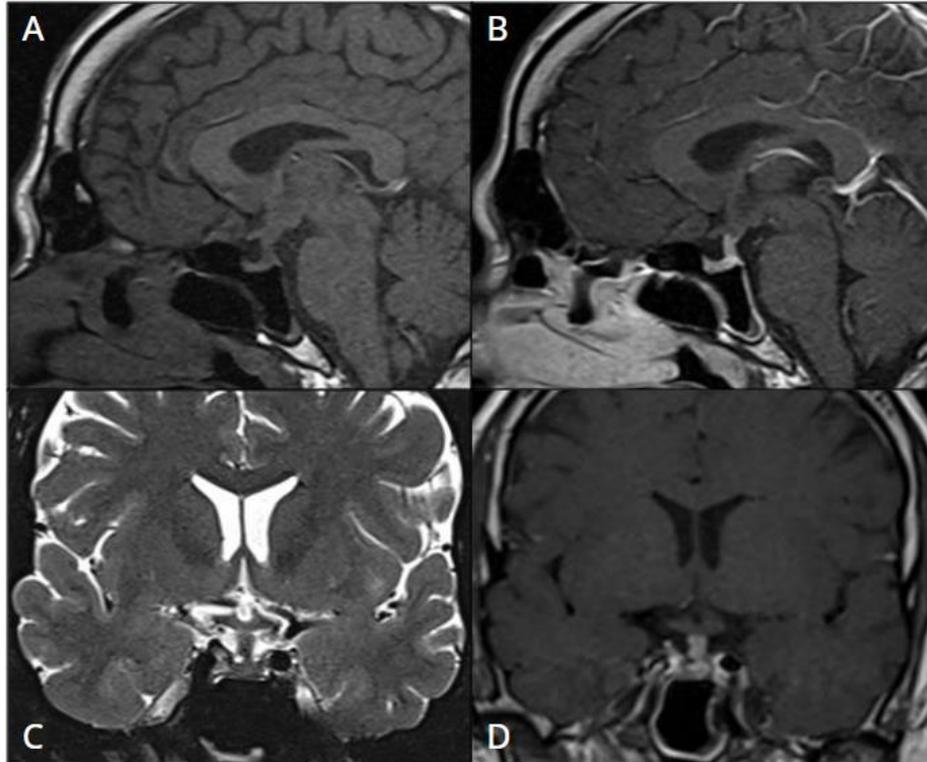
RM de hipófisis en secuencias sagital T1 (A), sagital T1 con gadolinio, coronal T2 (C) y coronal T1 con gadolinio (D). Se observa ausencia de hiperintensidad normal de la neurohipófisis, con marcado engrosamiento del tallo infundibular y realce homogéneo tras la administración de contraste EV.
